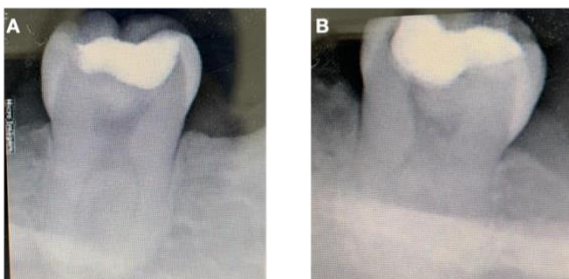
Radiografías de control. A, Radiografía control 7 días posteriores a la rehabilitación OD#36. B, Radiografía control 7 días posteriores a la rehabilitación OD#46.
